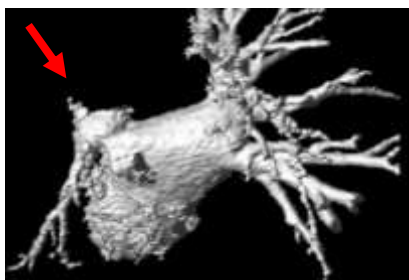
Visión posterior de reconstrucción 3D en angio-RM 3D de venas pulmonares en paciente con AVP reciente. La flecha roja muestra un muñón que identifica la VPSI estenótica (4).
